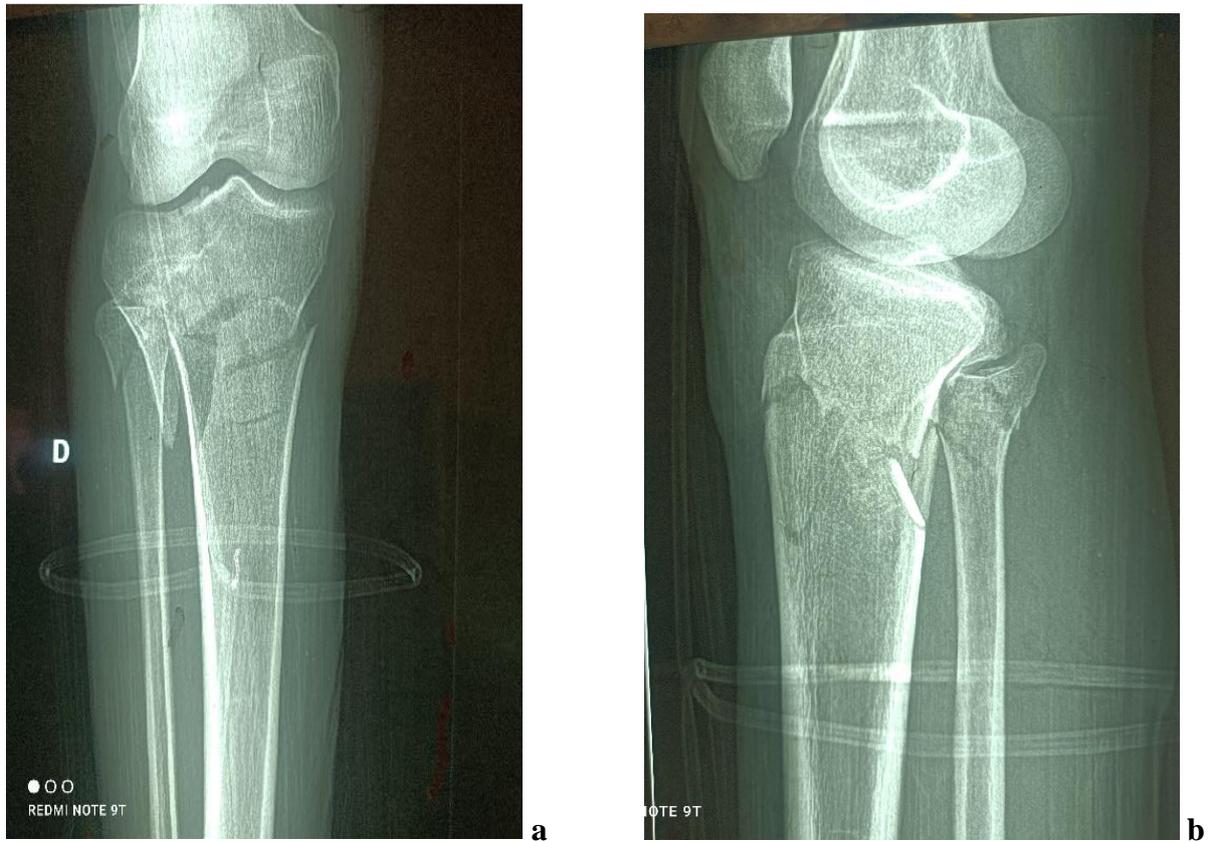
1a et 1b : Radiographie de face et de profil du genou d'un patient de 27 ans.
